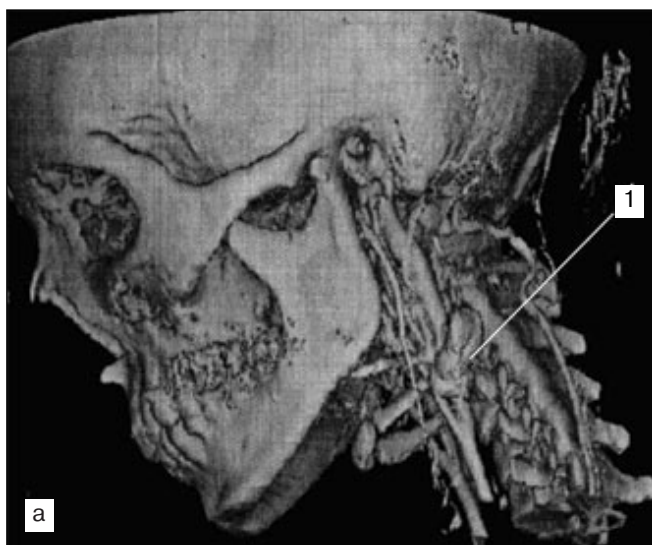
СКТ с контрастированием сосудов у раненой с колото-резаным ранением шеи и краевым повреждением внутренней яремной вены.
